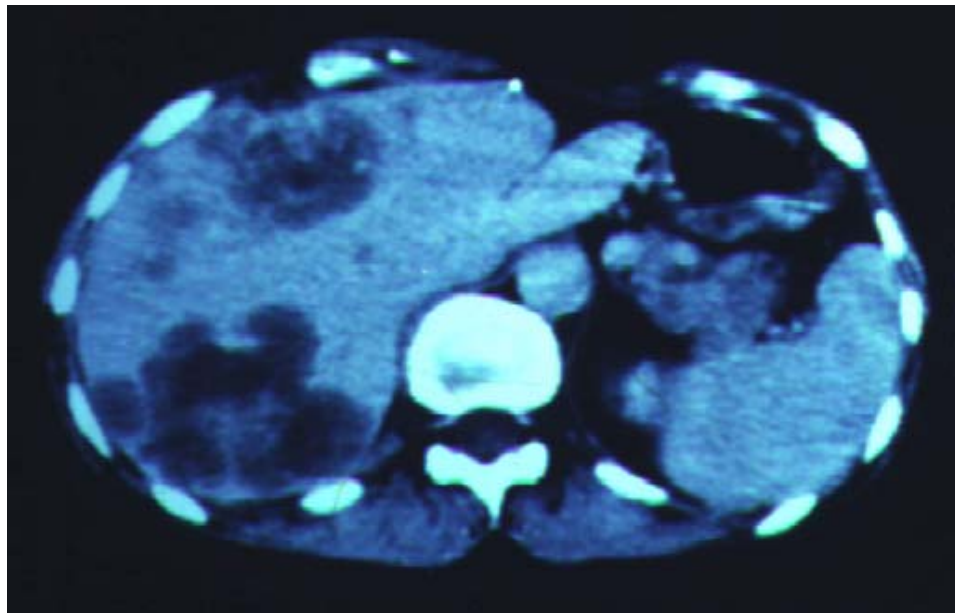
Tomografia computadorizada de abdome com múltiplos nódulos tumorais evidenciando recidiva local do CHC.
